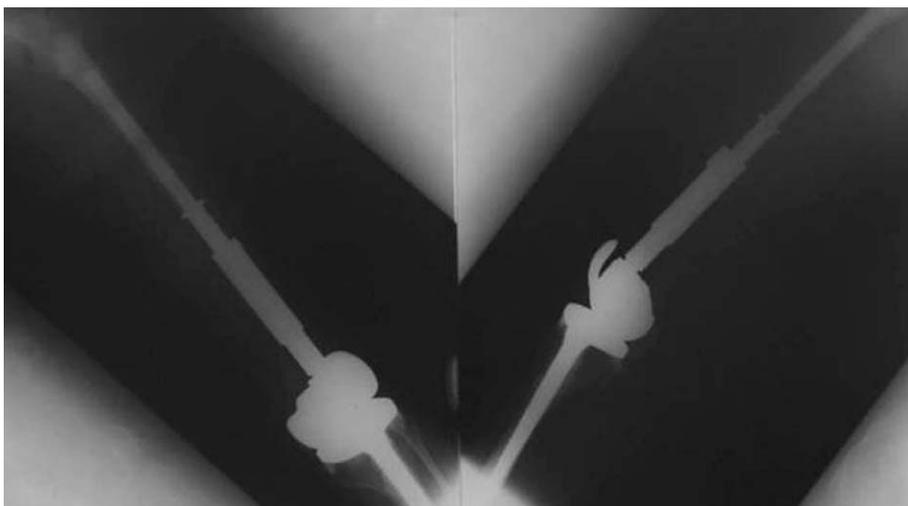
Plain radiograph after the fourth operation. Growing prosthesis was inserted.
